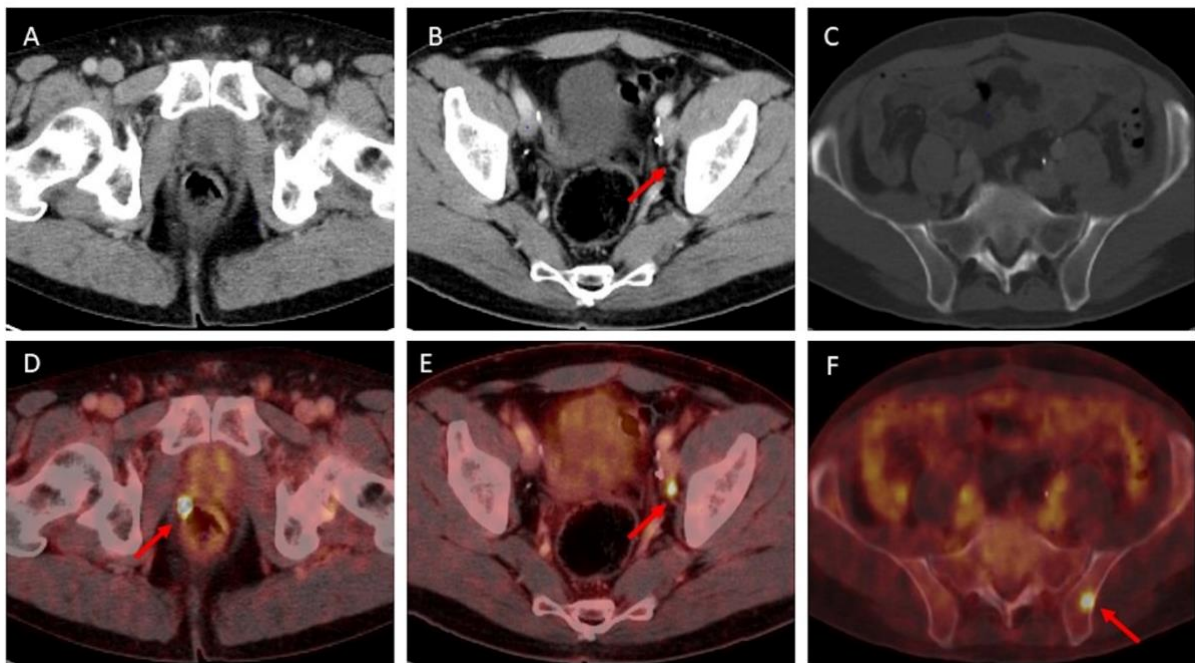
Patientenbeispiele mit jeweils einer CT und einer  $^{18}\text{F}$ -rhPSMA-7.3-PET/CT (eigene Darstellung)
